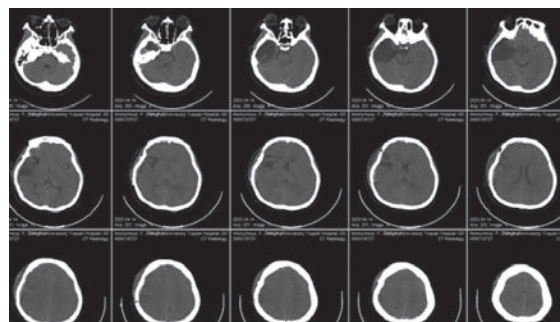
患者癫痫频繁发作、意识障碍当天头部 CT
